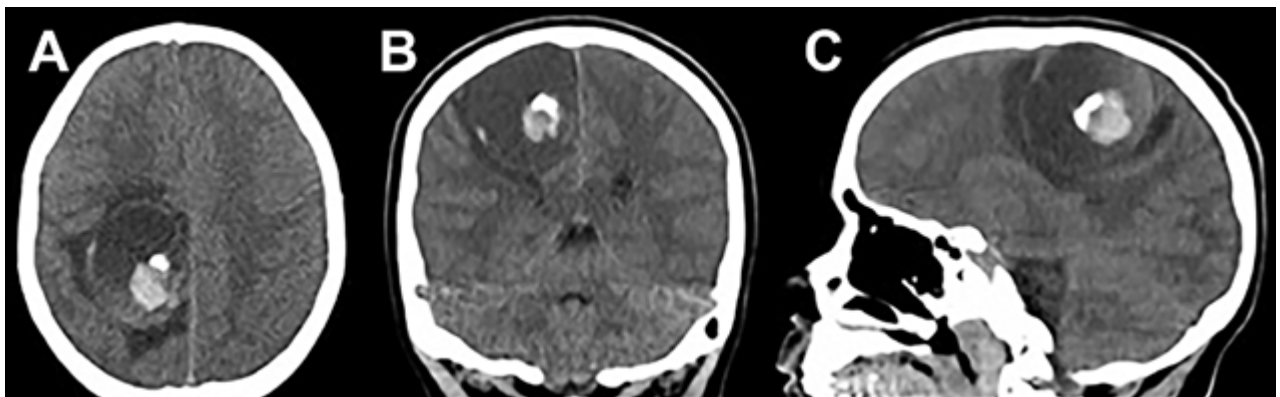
TC. A) corte axial; B) corte coronal; C) corte sagital. Lesión expansiva esferoidea, sólido-quística que contiene una foración endofítica de densidad heterogénea, ubicada en la región fronto-parietal derecha. Se observa halo hipodenso perilesional, compresión del cuerpo del ventrículo lateral derecho y del cuerpo caloso, con ligero desplazamiento de la línea media.
